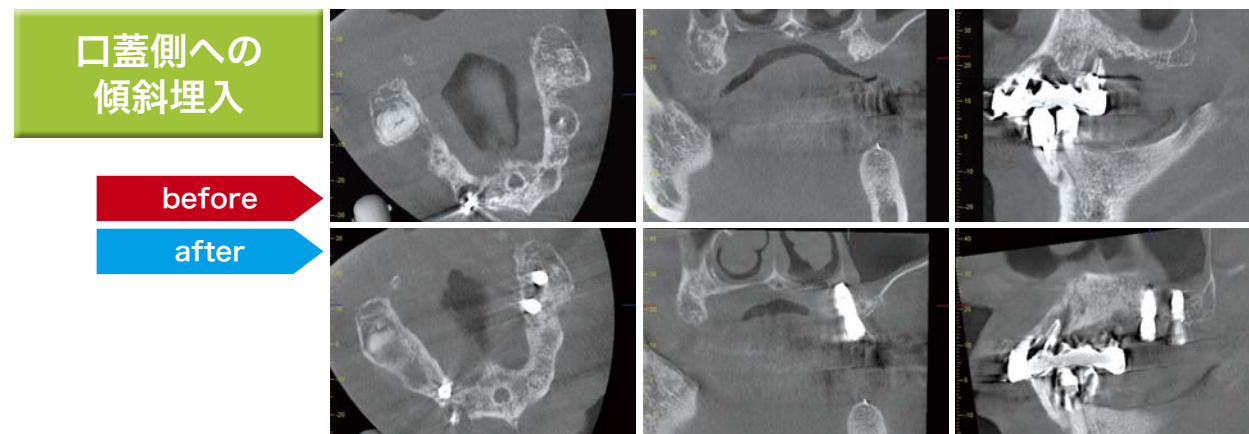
■口蓋側への傾斜埋入例。2mmのツイストドリルで方向と深さを決定した後、CT画像で上顎洞との距離を確認し、拡大形成を行う必要があります。
